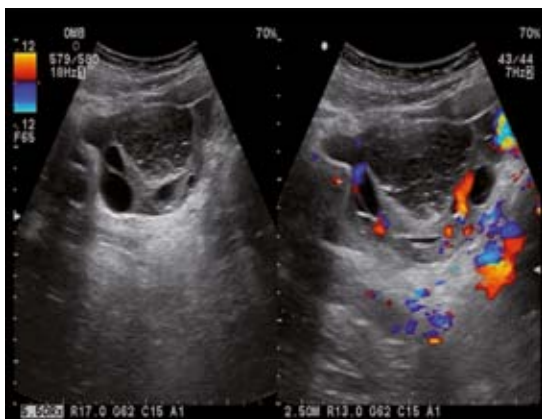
Ultrasonido pélvico: ambos anexos con múltiples imágenes macroquísticas.
